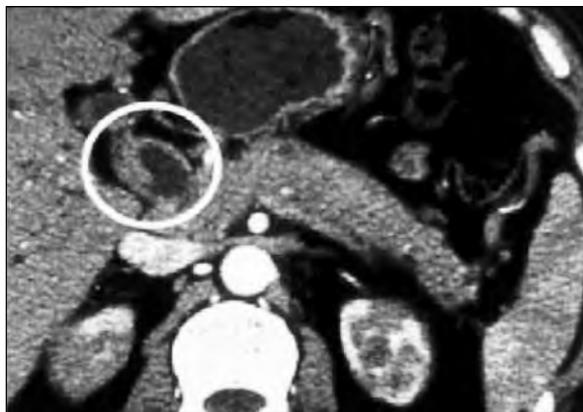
КТ органов брюшной полости при АИП. Видна диффузно увеличенная ПЖ. В левом верхнем углу (отмечено циркулярной линией) визуализируется расширенный общий желчный проток с неравномерно утолщенными стенками (по М. Taguchi и соавт., 2005 [71])
